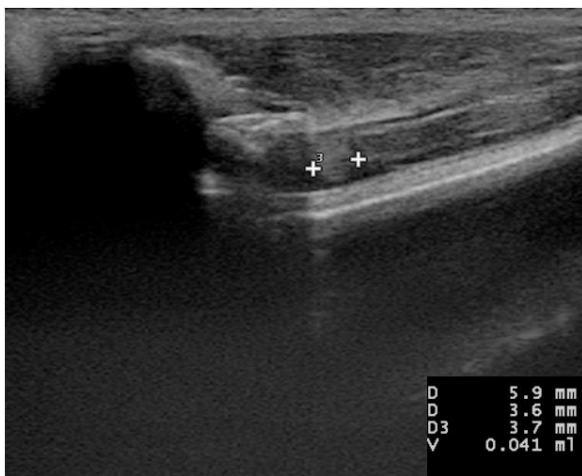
Grup I1 Postoperatif 1. Gün USG
